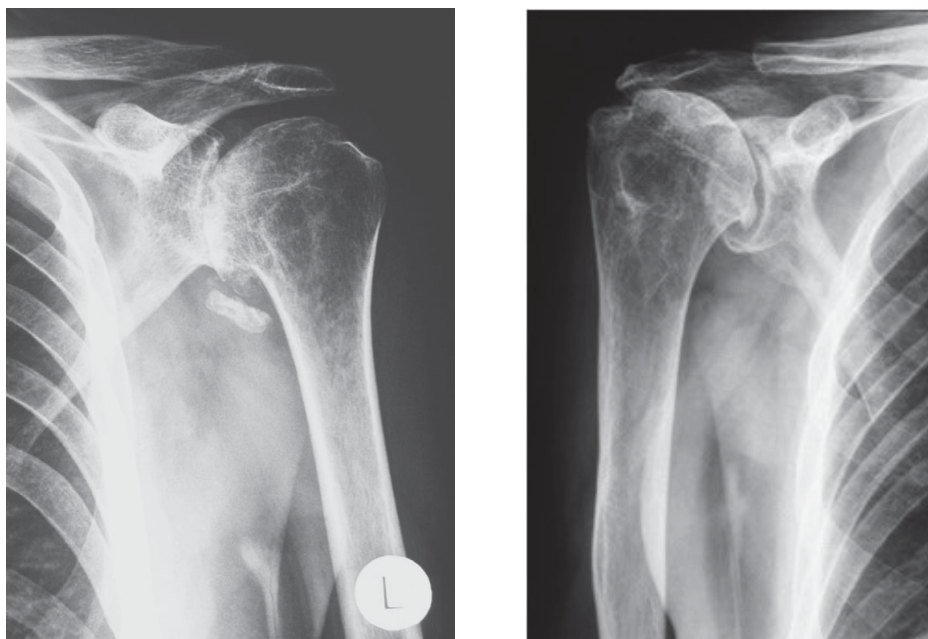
Vergleich der röntgenologischen Veränderungen bei Arthrose (links) und RDA (rechts): Die degenerativen Veränderungen bei der Arthrose sind vorwiegend glenohumeral lokalisiert, bei der RDA hingegen subakromial.
